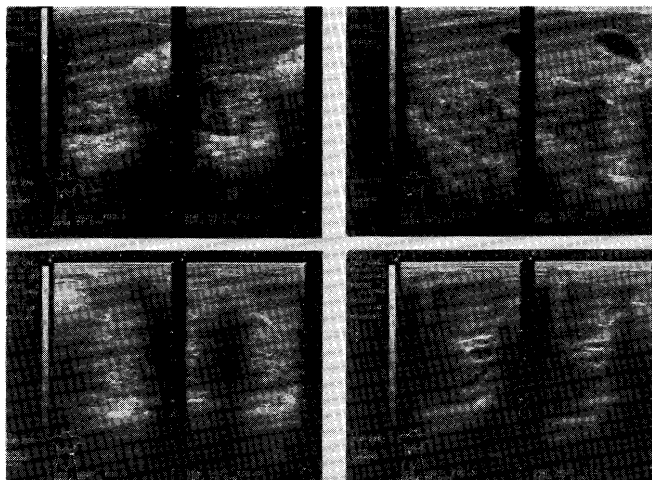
ultrasonogram of bilateral kidneys Apr. 6th, 1985.
